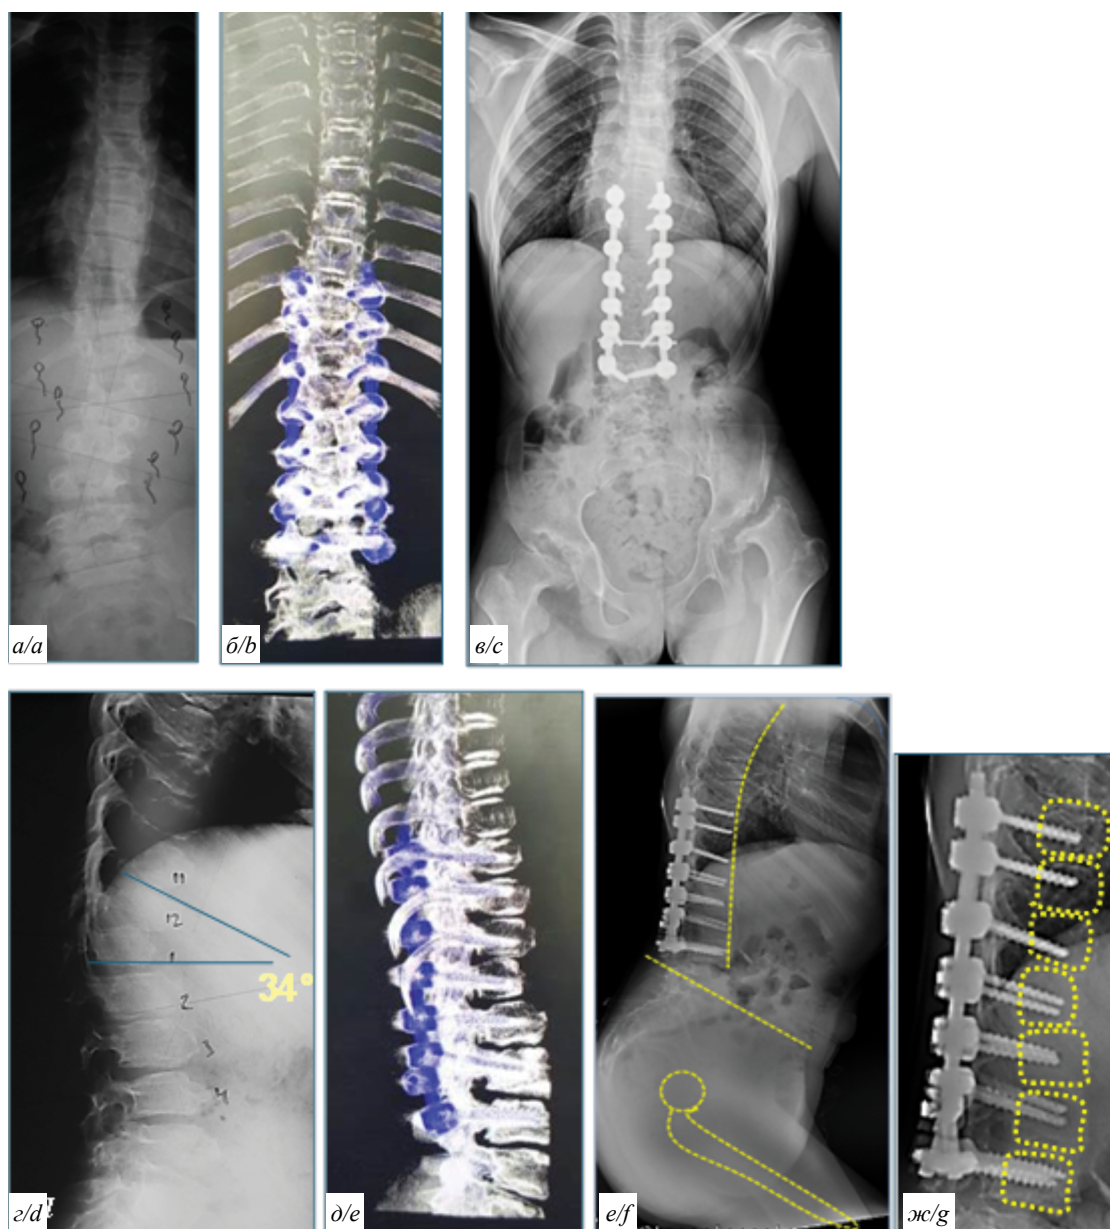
Рентгенограммы больной в динамике: до (а, г), через 1 год (б, д), через 3 года (в, е, ж) после первичного оперативного вмешательства.
